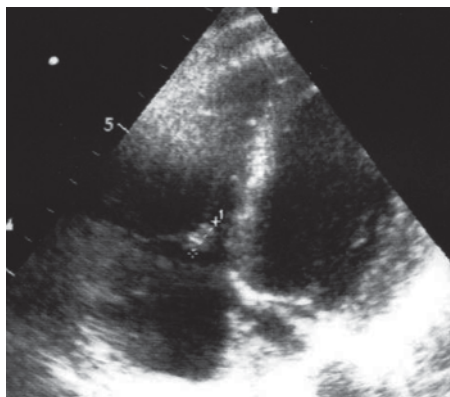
Badanie echokardiograficzne po 2 tygodniach leczenia. Wyraźny wzrost wielkości vegetacji na przegrodowym płatku zastawki trójdzielnej
